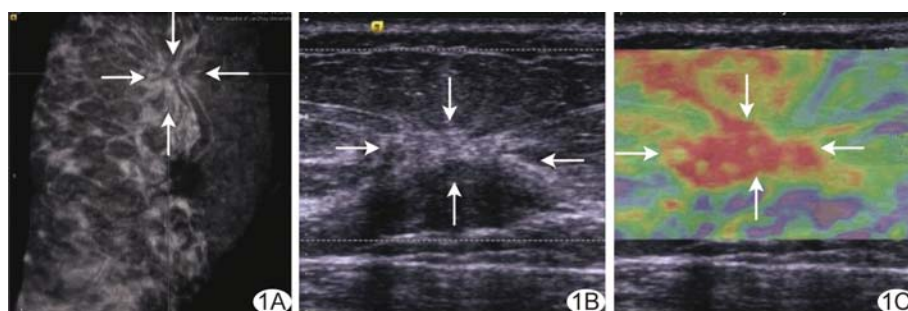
AS 超声表现 A. ABVS 可见病变呈边界不清、形态不规则的中等回声区, 冠状切面可见“汇聚征”(箭); B、C. 弹性成像示病灶以红色为主(箭)
